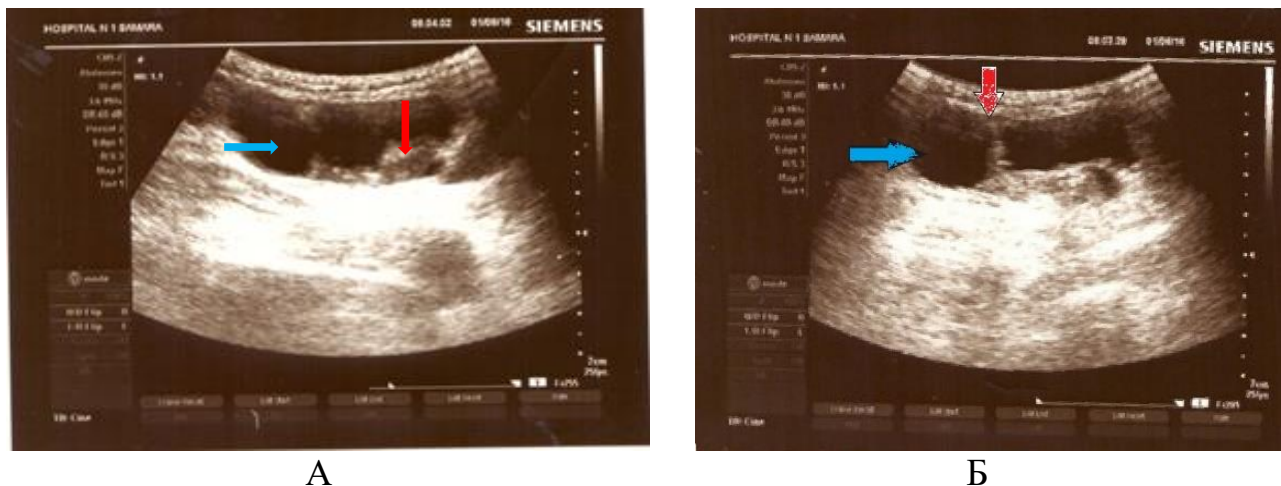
УЗИ левой паховой области у пациентки М., 40 лет. Диагноз - левосторонняя бедренная грыжа, протекающей под маской паховой грыжи: А - в левой паховой области на эхограмме визуализируется жидкостная кистозная структура (синяя стрелка), с гиперэхогенным пристеночным содержимым (красная стрелка); Б- на эхограмме визуализируется жидкостная структура (синяя стрелка) с неполной перегородкой (красная стрелка).
